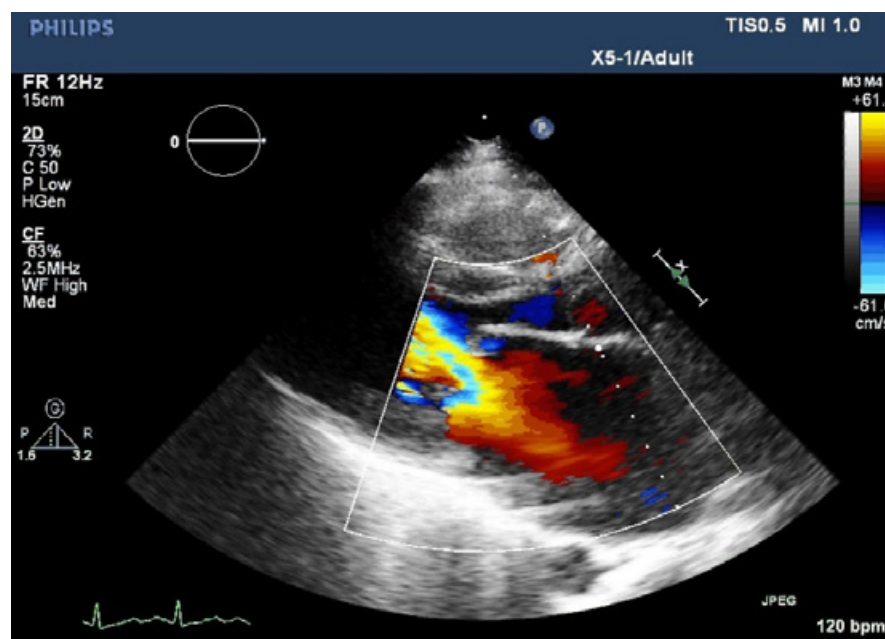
Parasternal langakse nær endediastolen. Ein ser turbulent flow over mitralseglet, men god opning av mitralsegl.
